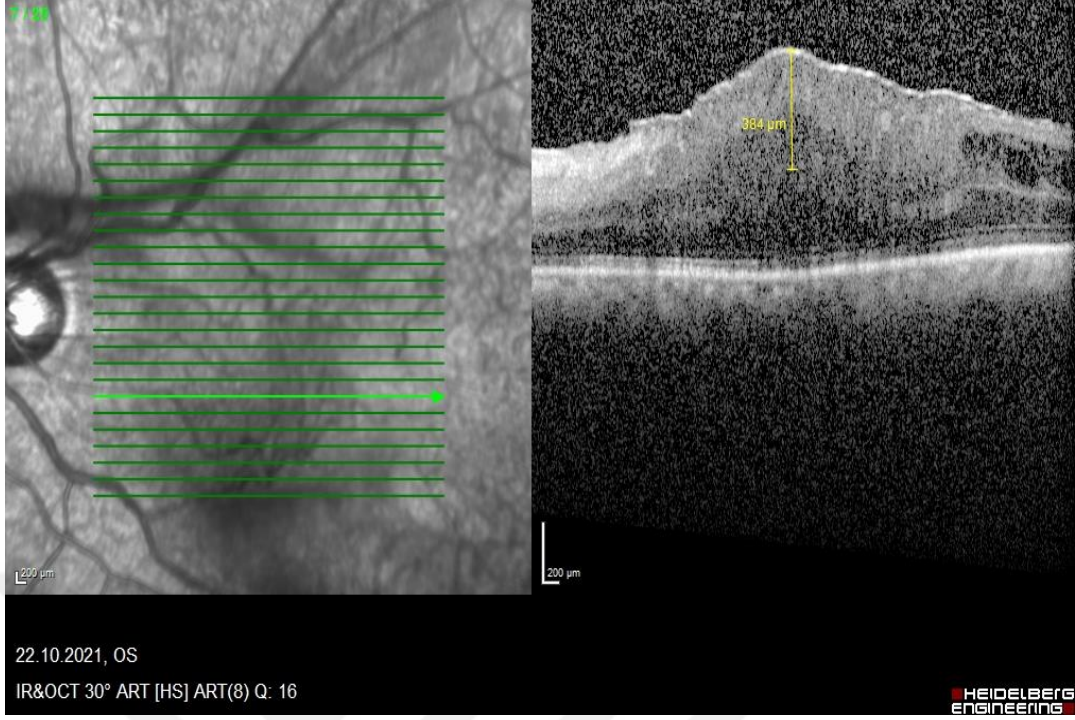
Spektral domain optik koherens tomografide sağ göz maküla merkezinden geçen horizontal kesit ve İntraretinal kistik değişikliklerin spektral domain optik koherens tomografi görüntüsü (retinal iç ve dış tabakaların bölünmesi ve gerilmesi sonucu), (Kayseri Şehir Hastanesi arşivinden)
